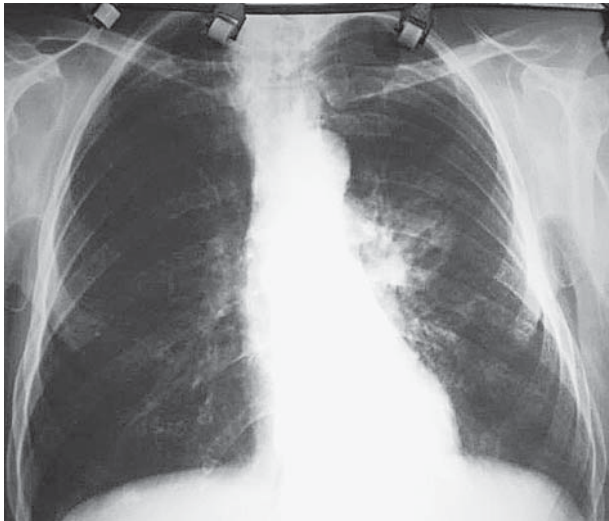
Рентгенограмма органов грудной полости от 22.03.2013 г.
